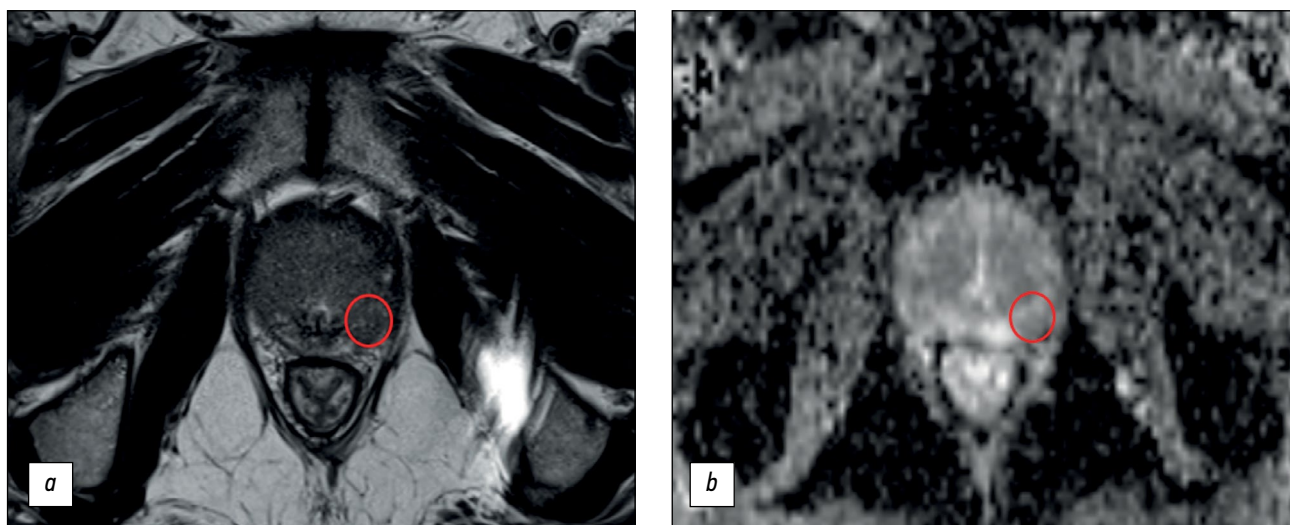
Пример ложноположительного результата бипараметрической магнитно-резонансной томографии: *a* — T2-взвешенное изображение в аксиальной плоскости: в латеральном заднем сегменте периферической зоны левой доли в средней части предстательной железы отмечается очаг пониженного сигнала, соответствующий зоне ограничения диффузии; *b* — карта измеряемого коэффициента диффузии. Данный очаг был охарактеризован врачом как PI-RADS5. По данным мультифокальной биопсии — ткань предстательной железы без признаков опухолевого роста.
